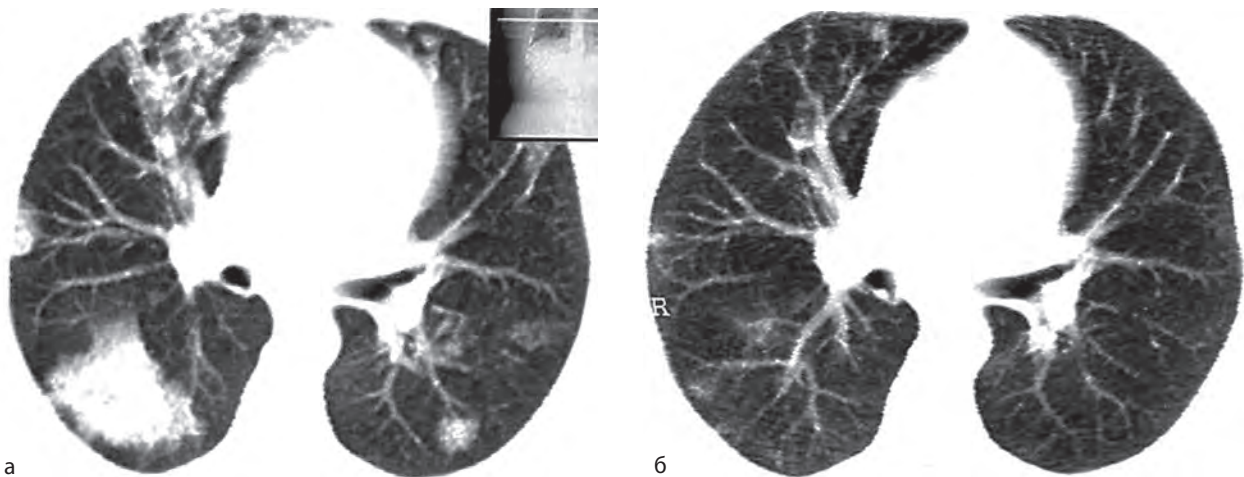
Динамика изменений в легких пациента с альвеолярным протеинозом в результате лечебного тотального бронхоальвеолярного лаваж правого легкого. Фрагменты компьютерной томографии: а — до процедуры; б — после (архив кафедры пульмонологии ФПО ПСПбГМУ)
